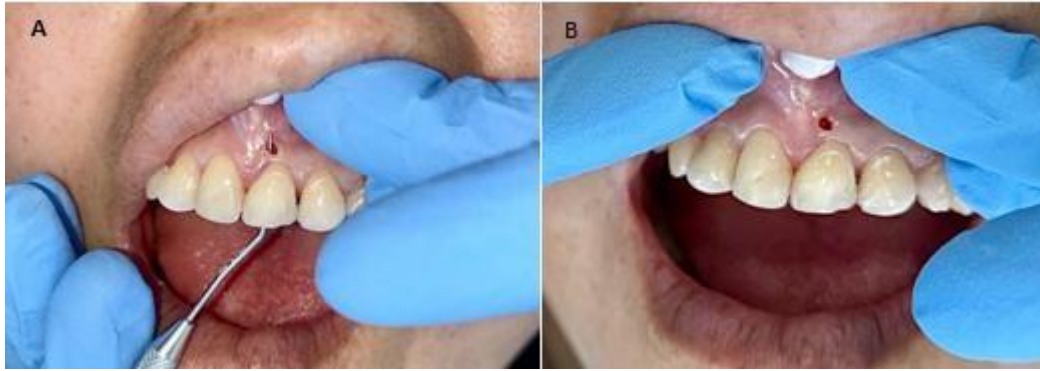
Pieza 2.1 con una comunicación a los tejidos periapicales en la cara vestibular.
